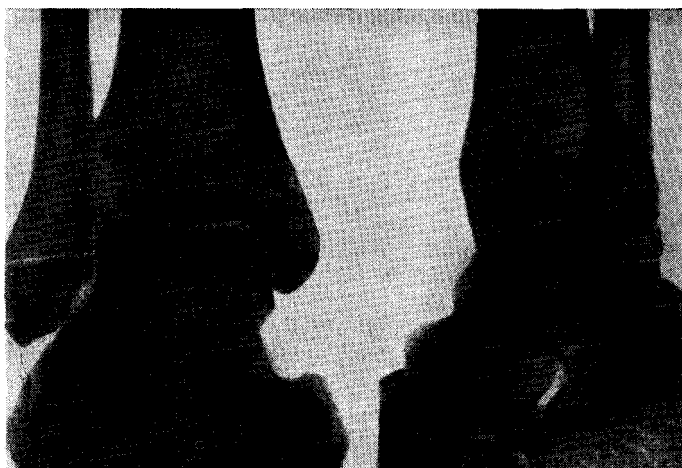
Поперечный перелом наружной лодыжки. Рентгенограмма.
